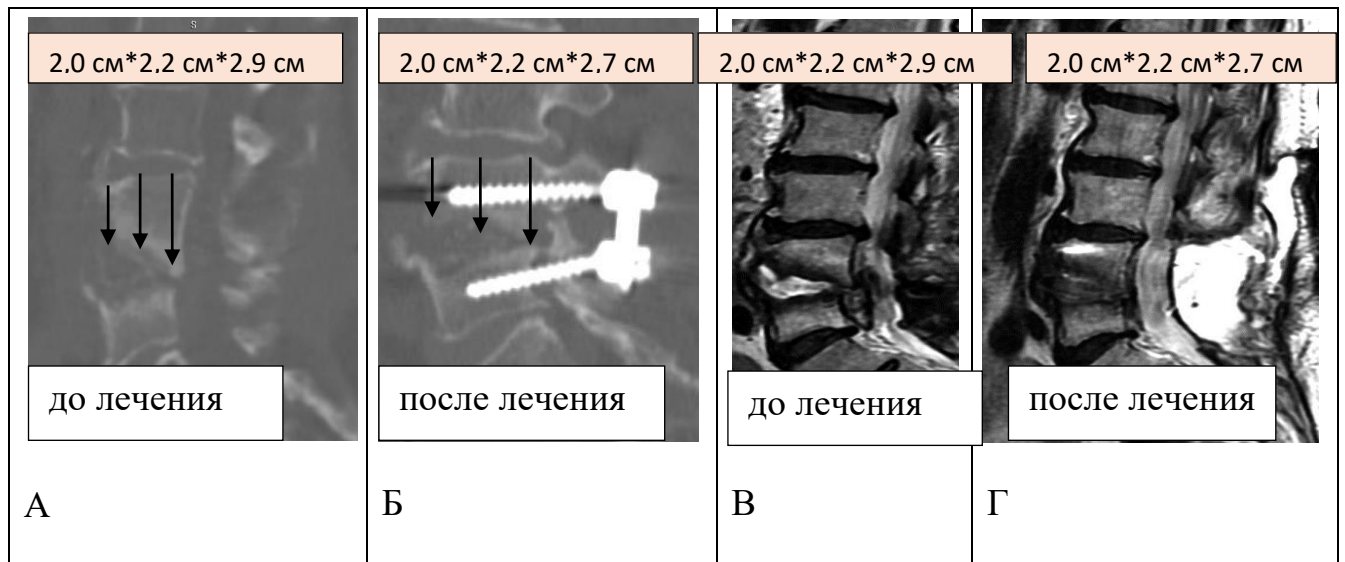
Клиническое наблюдение. Больная Б., 56 лет. № и/б 681093. Диагноз: Спондилодисцит L4-L5. Состояние после оперативного лечения секвестрированной грыжи диска L4-L5. Стойкий болевой синдром. Нарушение функции тазовых органов. Возбудитель верифицирован - *S. aureus*. Приведены МСКТ и МРТ, выполненные до и после оперативного лечения
